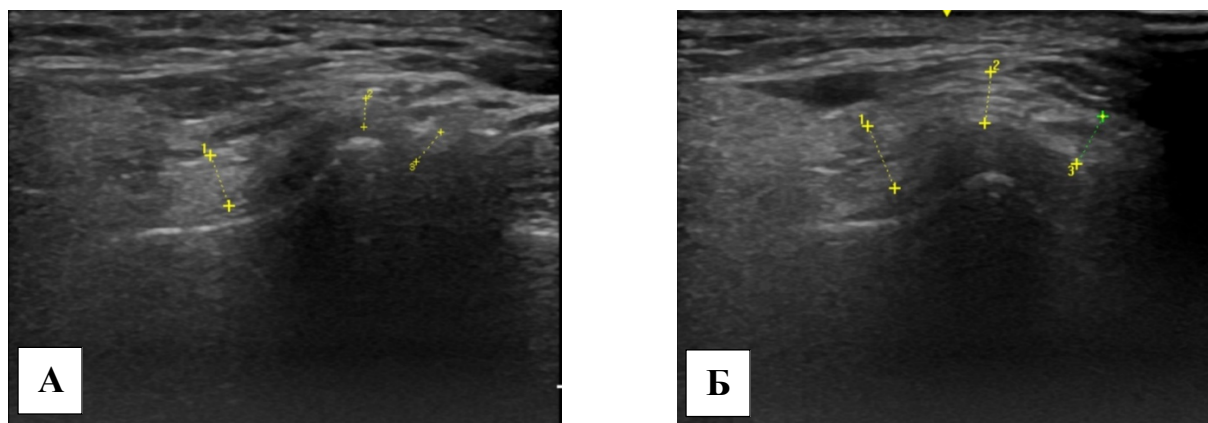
Изображение ВНЧС при УЗИ у пациентки И.: А – правый ВНЧС;
